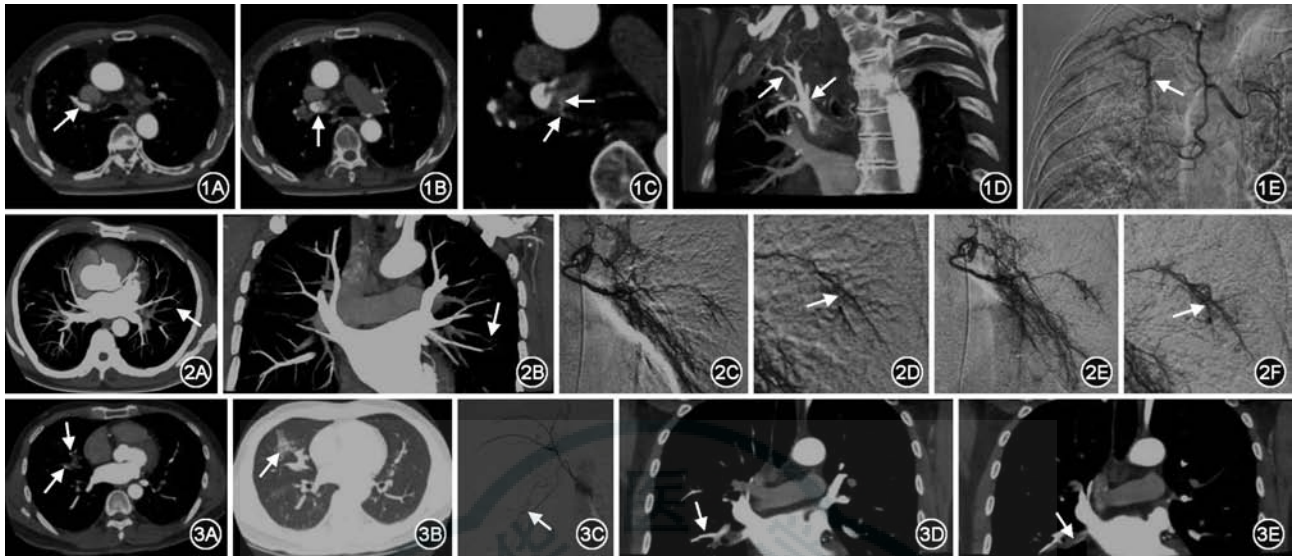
支气管动脉-右上肺动脉瘘 患者男,65岁,咯血4 d;改良式CT血管成像(CTA)主动脉期横轴位图像(1A~1C)见右上肺动脉主干异常显影(1A、1B箭头);1C见责任支气管动脉显影及右上肺动脉主干内对比剂喷射影(箭头);改良式CTA 主动脉期左前斜位最大密度投影(MIP)重建(1D)见右上肺动脉及其分支异常显影(箭头);2 d后行数字减影血管造影(DSA)支气管动脉造影(1E)见右上肺动脉异常分流(箭头),部位与改良式CTA表现一致 图2 支气管动脉-左下肺动脉瘘CT血管成像假阴性 患者男,62岁,咯血5 d;改良式CTA 主动脉期MIP重建(横断位图2A、冠状位图2B)未见左下肺动脉异常显影(箭头);4 d后行DSA支气管动脉造影(2C~2F)见左下肺动脉活动性分流(箭头) 图3 支气管动脉-右中肺动脉瘘CT血管成像假阴性 患者男,46岁,咯血1 d;改良式CTA 主动脉期横断面(3A~3B)见右中肺动脉异常显影(3A箭头),图3B肺窗见周围感染灶(箭头);改良式CTA 主动脉期冠状位MIP重建(3D~3E)见右中肺动脉异常显影及延迟充盈的右下肺静脉(箭头);4 d后行DSA支气管动脉造影(3C)右中肺未见异常
